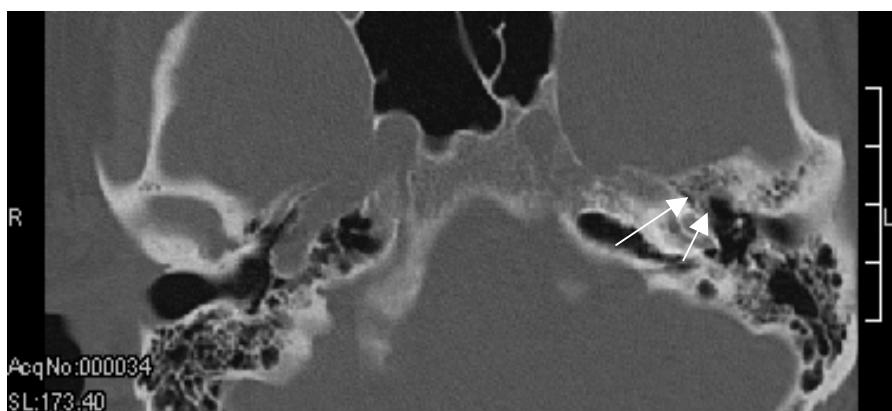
КТ-грама голови. Аксіальна проекція. Кохлеарний отосклероз. Зони отоспонгіозу поширяються на базальний завиток зліва, на томограмі мають вигляд розмитості кісткових контурів(показано стрілками)
